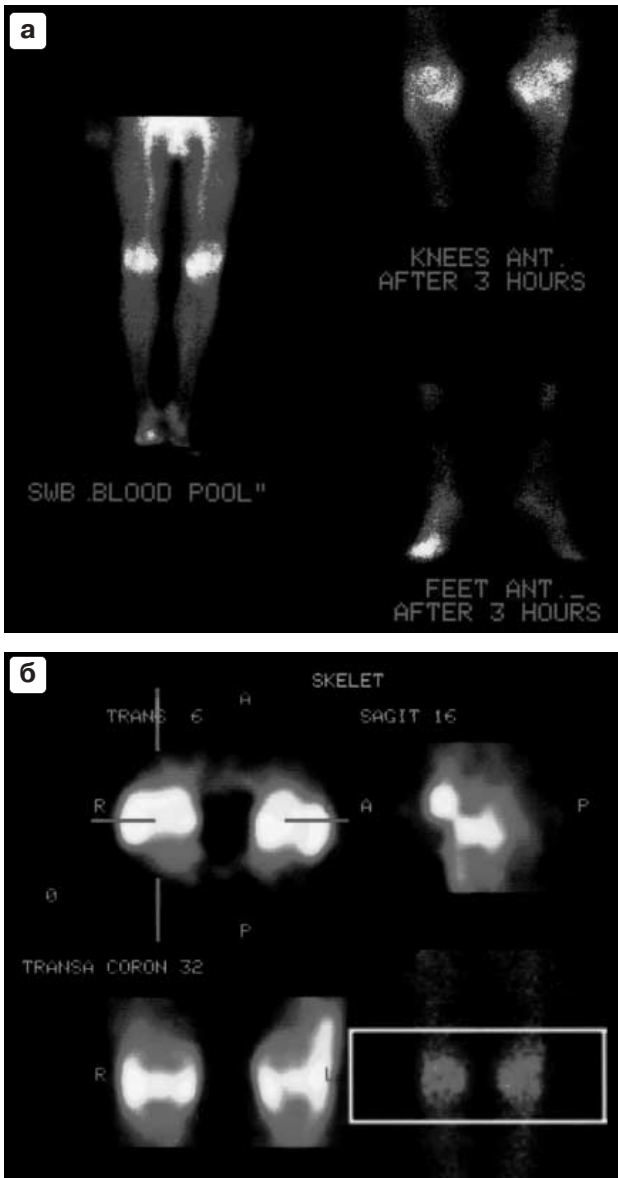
Результаты радионуклидного исследования скелета больного Р., 48 лет, с серонегативным РА. а – сцинтиграмма нижних конечностей при сканировании всего тела в фазе кровяного пула (слева) и в период оптимального соотношения накопления РФП в костях и мягких тканях скелета (справа). Выраженная гиперфиксация РФП в коленных и плюснефаланговых суставах на обоих этапах исследования при воспалительном типе поражения суставов. б – эмиссионная компьютерная томография коленных суставов того же больного. Отчетливо определяются очаги скопления экссудата в супрапателлярной и подколенной областях суставов.
